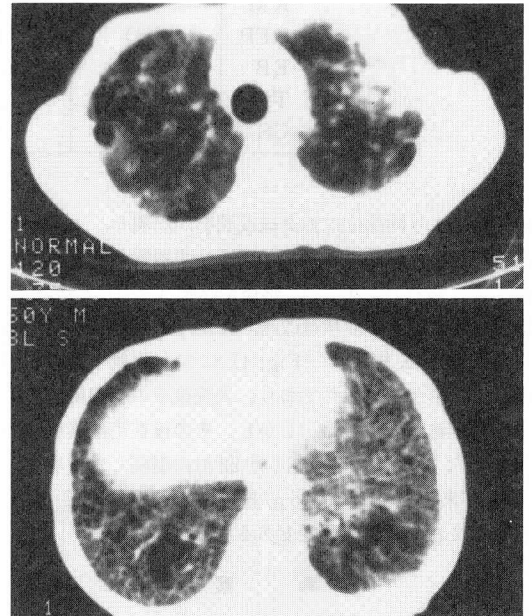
Chets CT scanings revealing an infiltrative shadow over the left upper lung field (upper) and reticulo-linear shadows over bilateral lower lung fields (lower).
